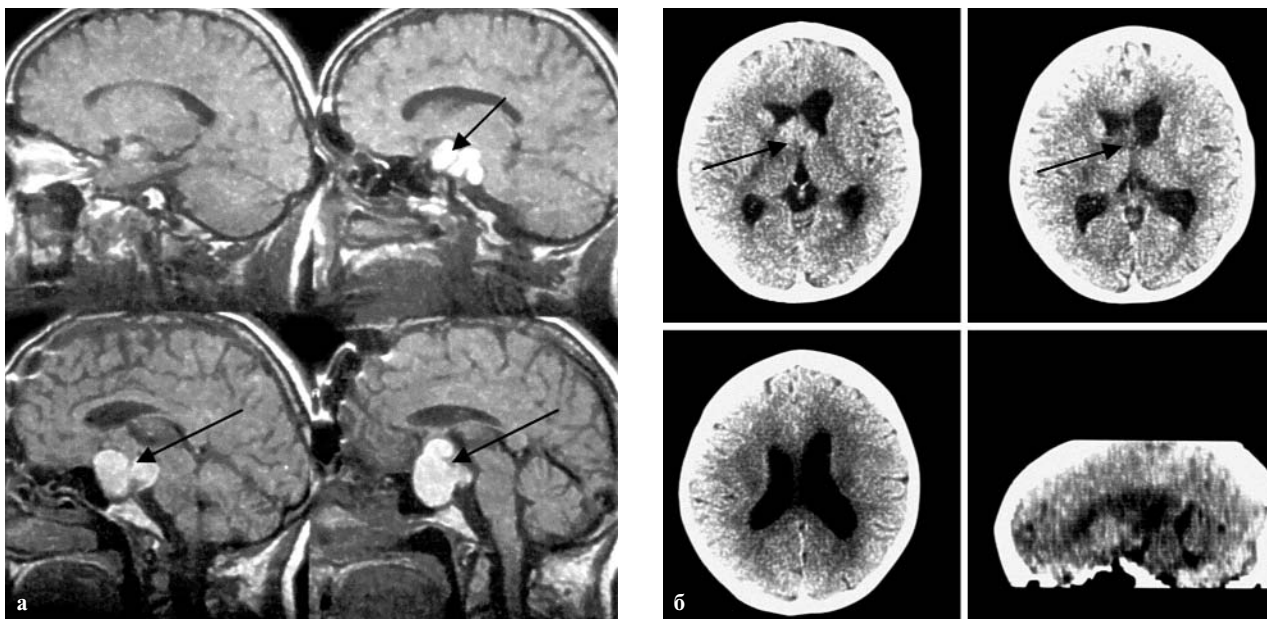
МРТ больной Б. с КФ первого типа. а) — до операции (стрелки указывают на опухоль). б) — после оперативного вмешательства.
